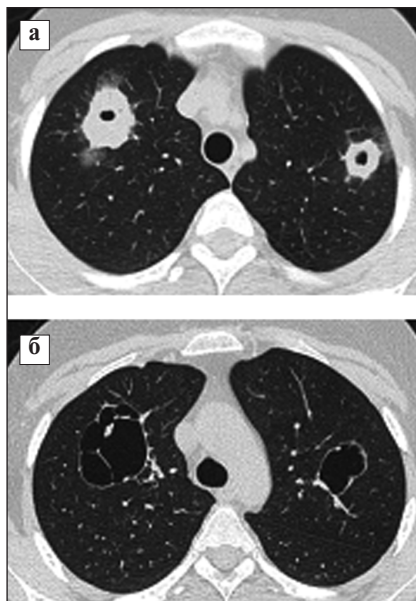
КТ ОГК пациентки Т. в дебюте заболевания до (а) и через 6 мес после начала терапии (б): а — видны очаги с центральными полостями распада в S1 правого и S1-II левого легкого, справа — с наличием изменений по типу «матового стекла»; б — уменьшение толщины стенки полостей, исчезновение «матовых стекол»
